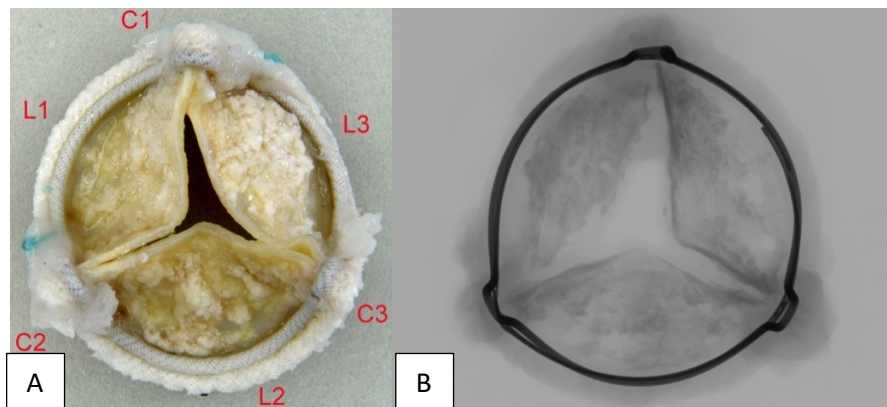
Macroscopie : photo (A) et radiographie (B) d'une bioprothèse dégradée explantée
